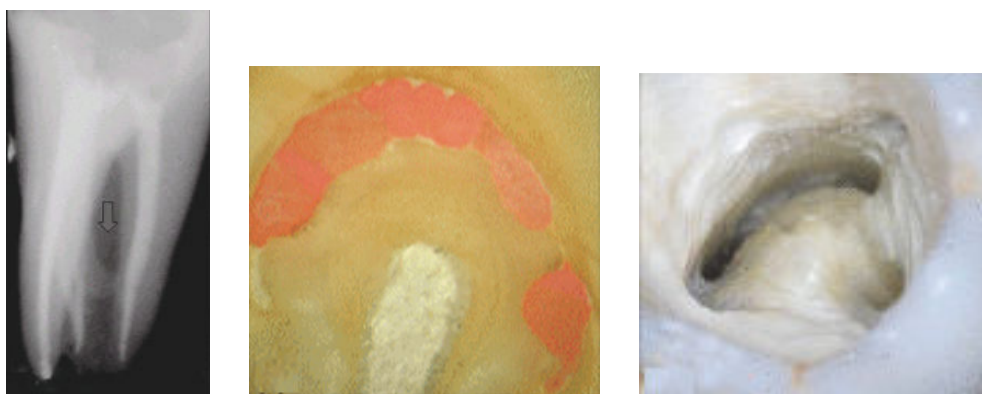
type III radiographique avec une configuration transversale C2 d'après ordinola-Zapata et coll.
